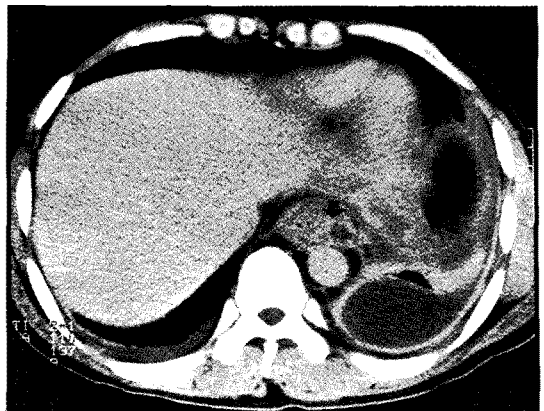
Chest CT scan showed both pleural effusions and fistula around esophageal hiatus. (arrow site)
